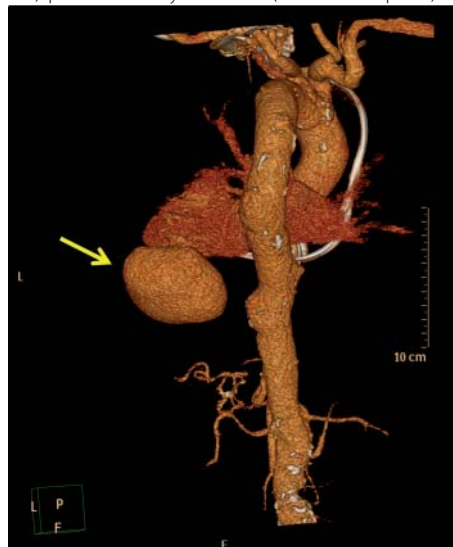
CT koronární rekonstrukce se změřením velikosti pseudoaneuryzmatu a šířky krčku pseudoaneuryzmatu (označeno šipkou)
